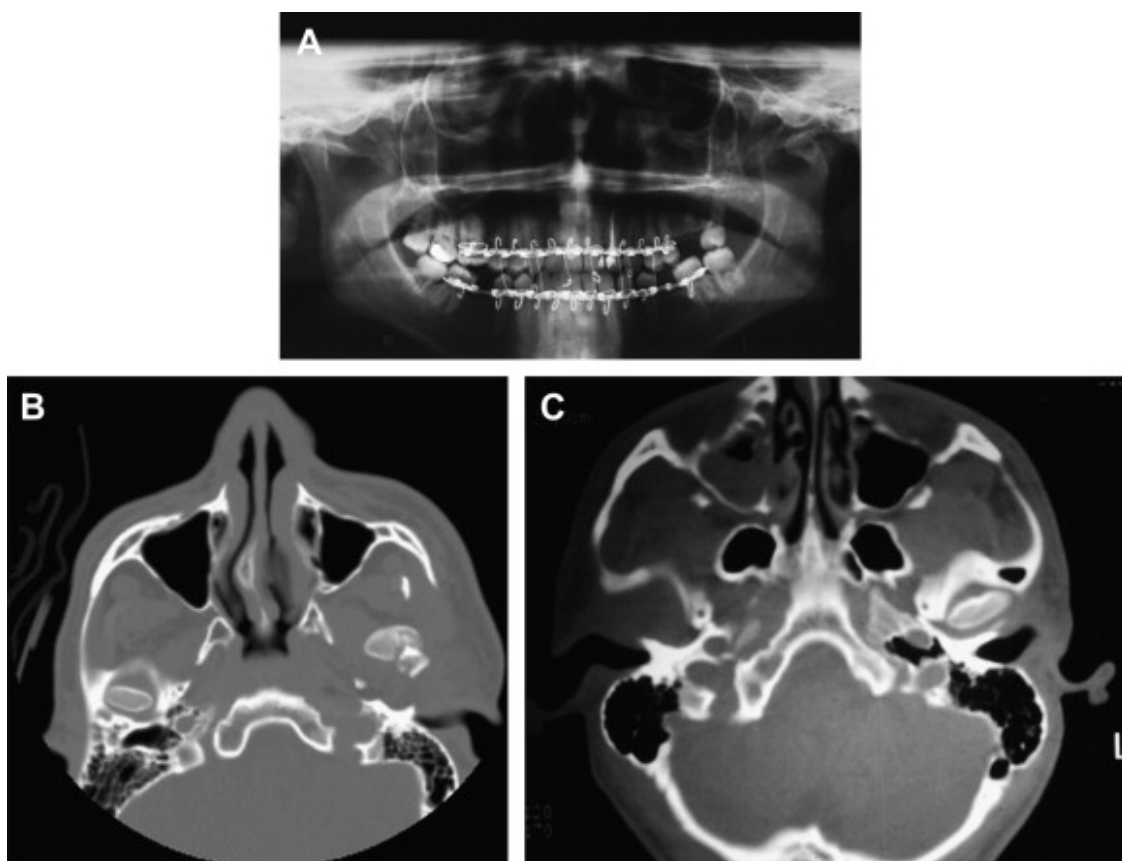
A- Radiografia panorâmica demonstrando deslocamento anterior do côndilo esquerdo. B e C- Tomografia computadorizada. (Fonte: Montazem e Anastassov, 2009).
